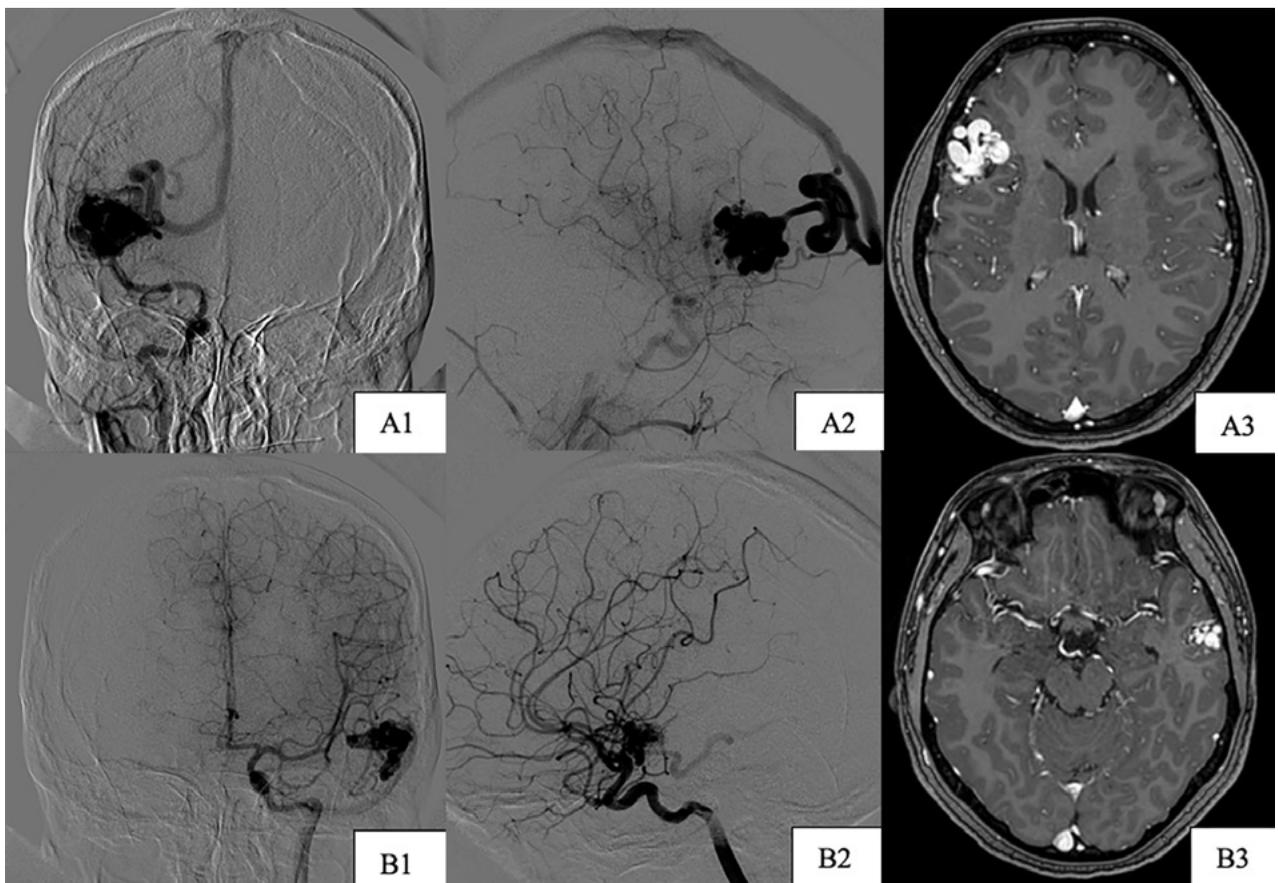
Imágenes preoperatorias caso 2. A) MAV frontal derecha. A1) Incidencia frente. A2) Incidencia perfil. A3) Incidencia axial de RM. B) MAV temporal izquierda. B1) Incidencia frente. B2) Incidencia perfil. B3) Incidencia axial RM.
